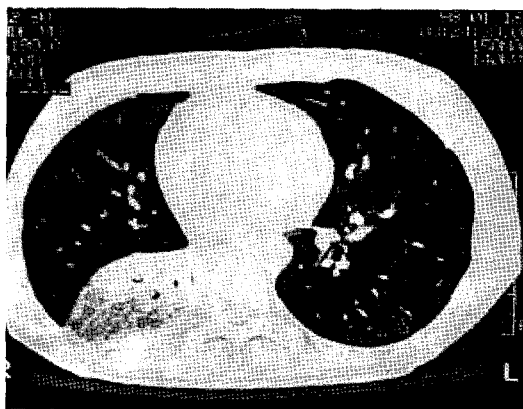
Chest computed tomography shows partial volume reduction, ground glass appearance, consolidation and hemorrhage in the right lower lobe.
